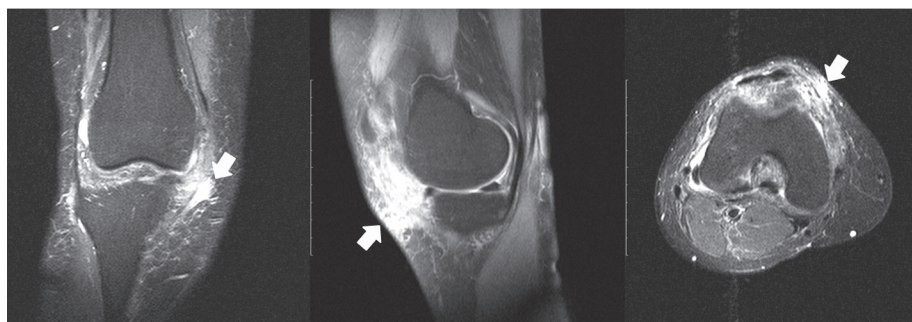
МРТ через 6 мес. после операции. Стрелки указывают на локализацию удаленного гетеротопического оссификата
